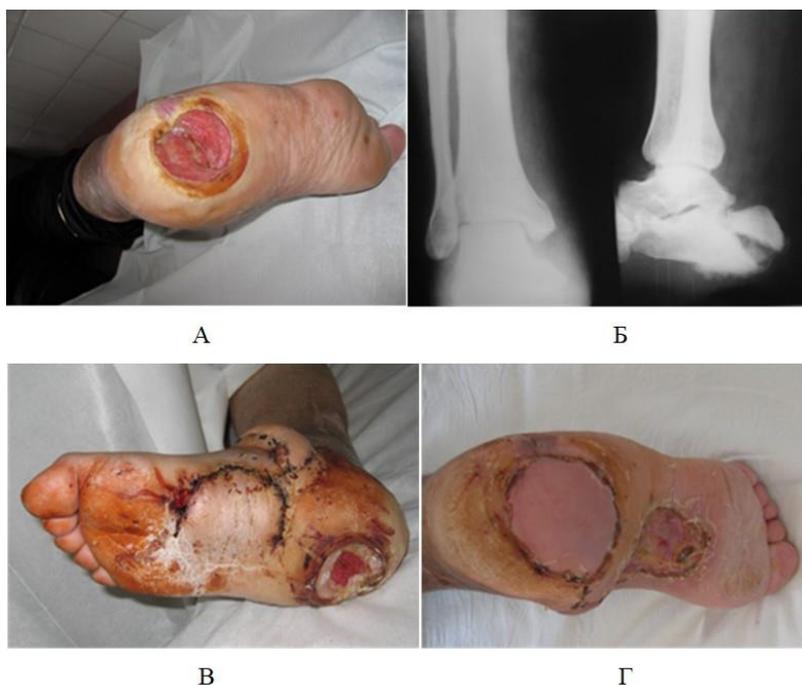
Пациент Б., 47 лет: А – вид подошвенной поверхности стопы до оперативного лечения – трофическая язва пяточной области 5х6 см; Б – рентгенологические признаки поверхностного поражения пяточной кости; В – первый этап реконструкции: свободная пересадка кожно-фасциального лучевого лоскута на стопу; Г – вид стопы после второго этапа оперативного лечения – замещение дефекта подошвенной поверхности пяточной области левой стопы префабрикованным лоскутом
